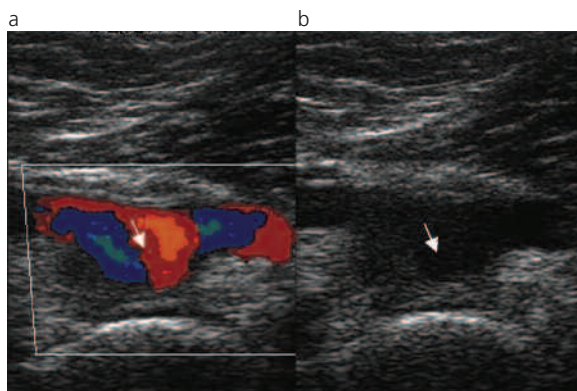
Ecografía Doppler-color de hueco poplíteo derecho. (a y b): Se observa aneurisma de la pared anterior de la arteria poplítea con trombo mural (flechas).
